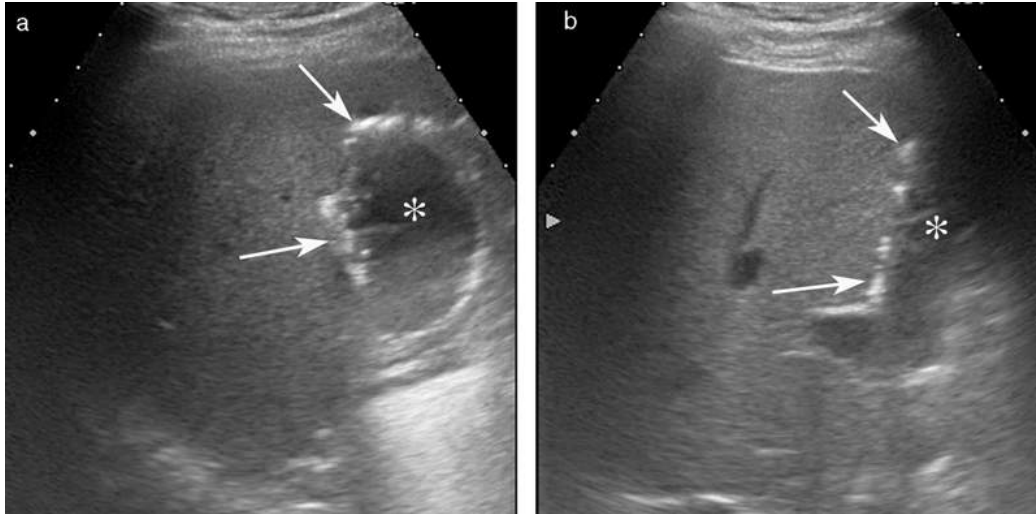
Aspect échographique après hépatectomie gauche.
